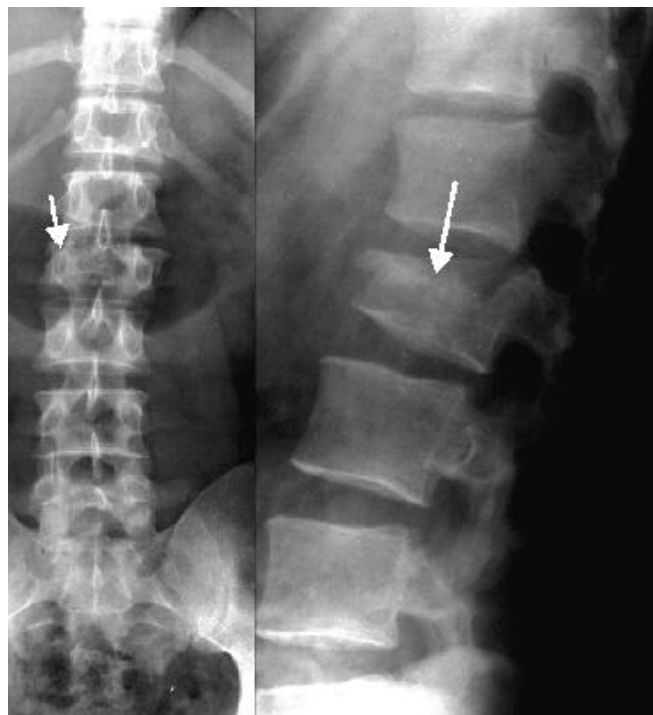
Radiographie d'une fracture vertébrale osseuse par compression (42)
